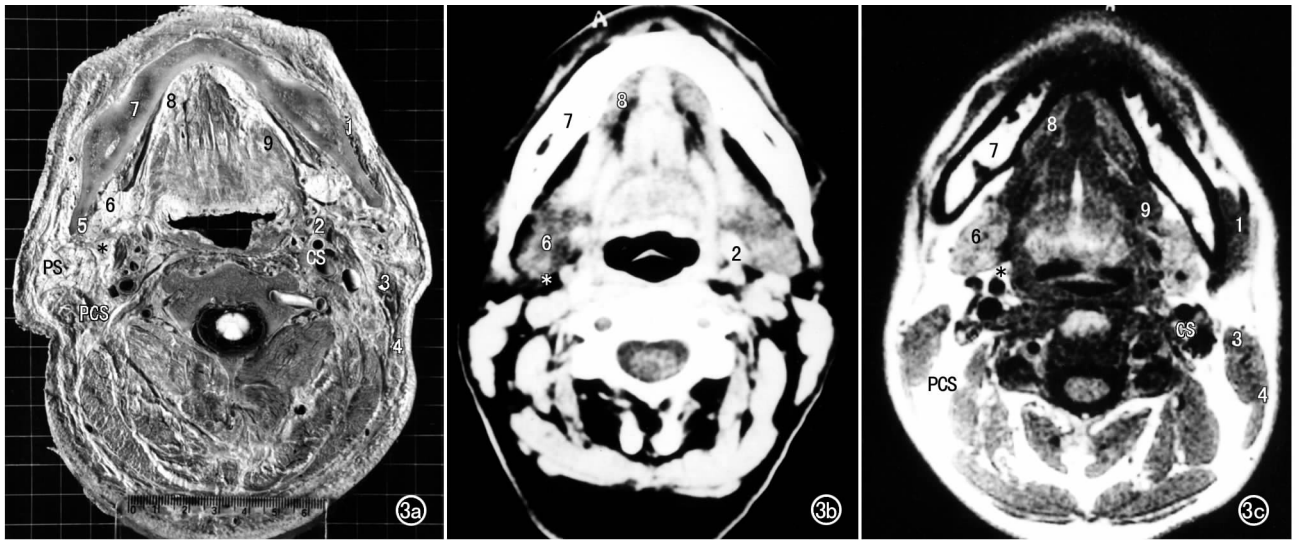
a) 下颌体冰冻标本横断面; b) 下颌体 CT 横断面; c) 下颌体 MRI 横断面。CS 颈动脉间隙, PCS 颈后间隙, PS 腮腺间隙, * 咽旁间隙, 1 咬肌, 2 茎突肌, 3 二腹肌, 4 胸锁乳突肌, 5 翼内肌, 6 颌下间隙, 7 下颌骨, 8 舌下间隙, 9 舌骨舌肌。
